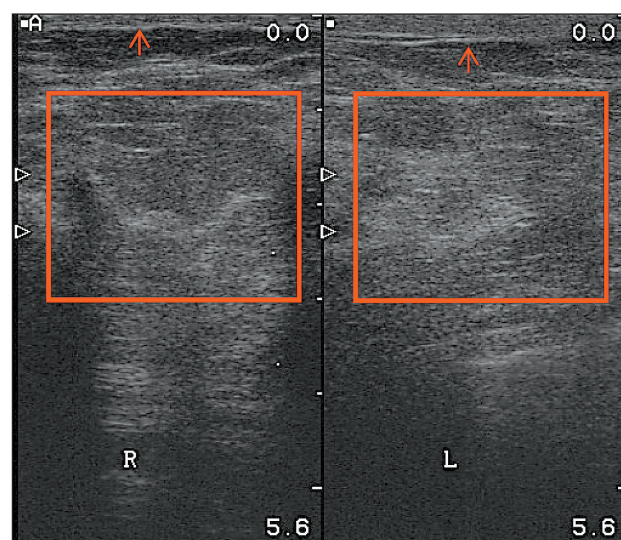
УЗИ картина постлучевых изменений в левой молочной железе, утолщение кожи и выраженный фиброз в левой молочной железе
